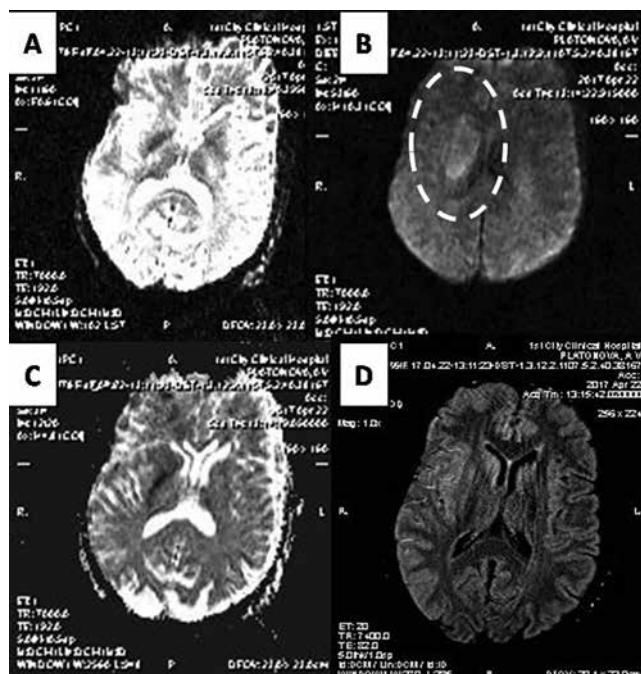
Результаты МРТ головного мозга при поступлении.
